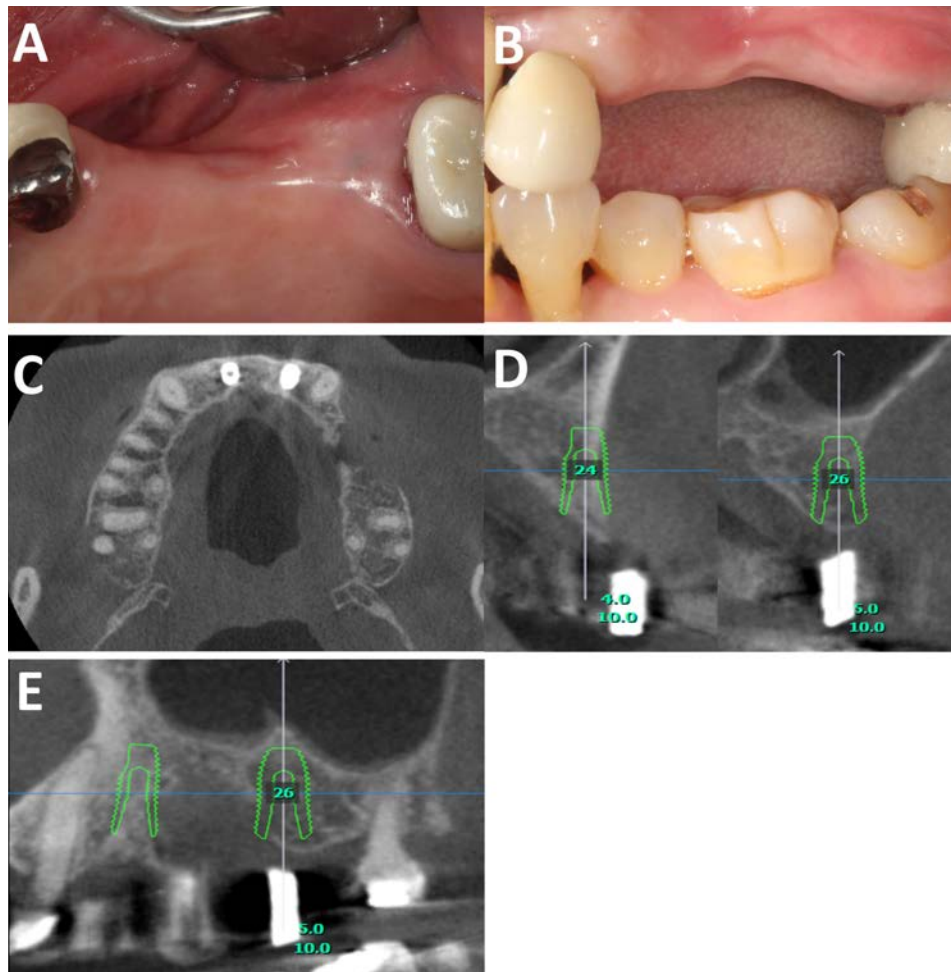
Pre-op analysis. (A) Clinical photo of case 1 (occlusal view). (B) Clinical photo (lateral view). (C) CBCT (occlusal view). (D) CBCT (cross-sectional view). (E) CBCT (panoramic view).
